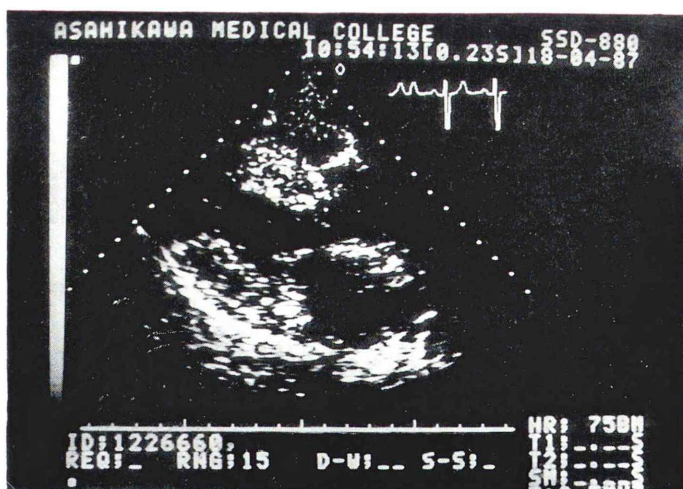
Two-dimensional echocardiographic parasternal long axis view shows hypertrophy (21 mm) and granular sparkling appearance of the interventricular septum.
